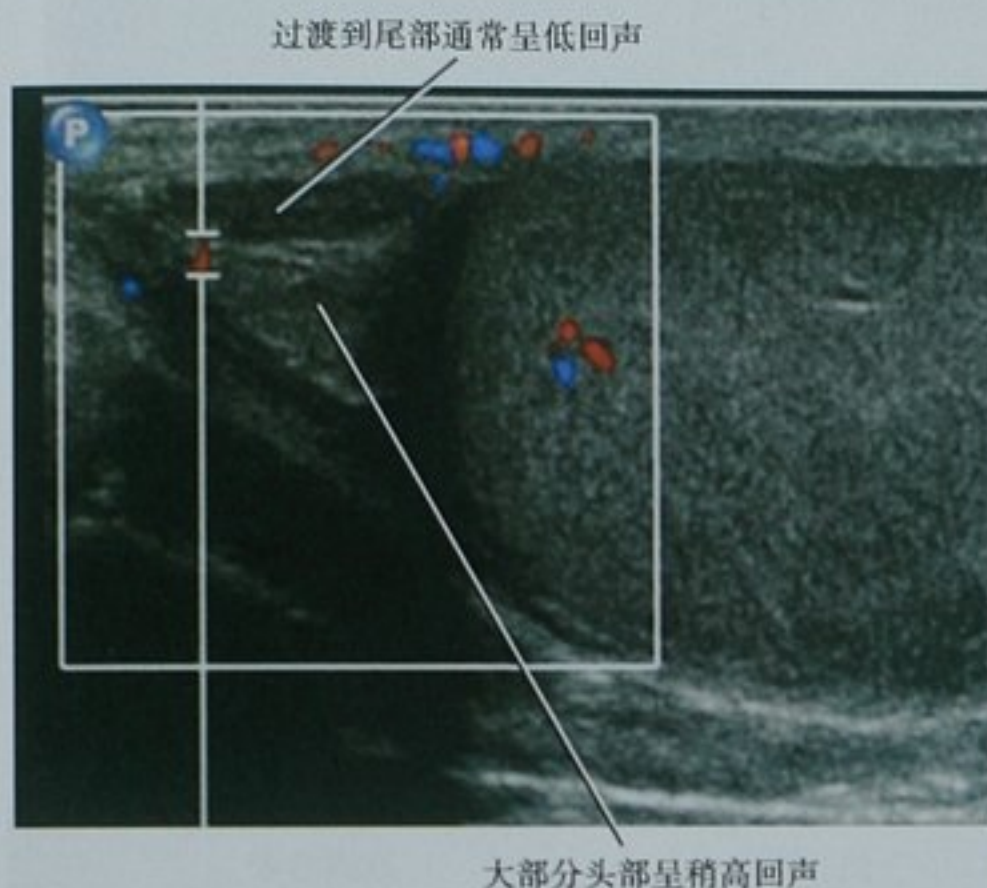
矢状位超声图像显示附睾头。略低回声的附睾头到低回声的附睾尾表现为“双重回声”是一个正常表现,不要误认为是肿块
